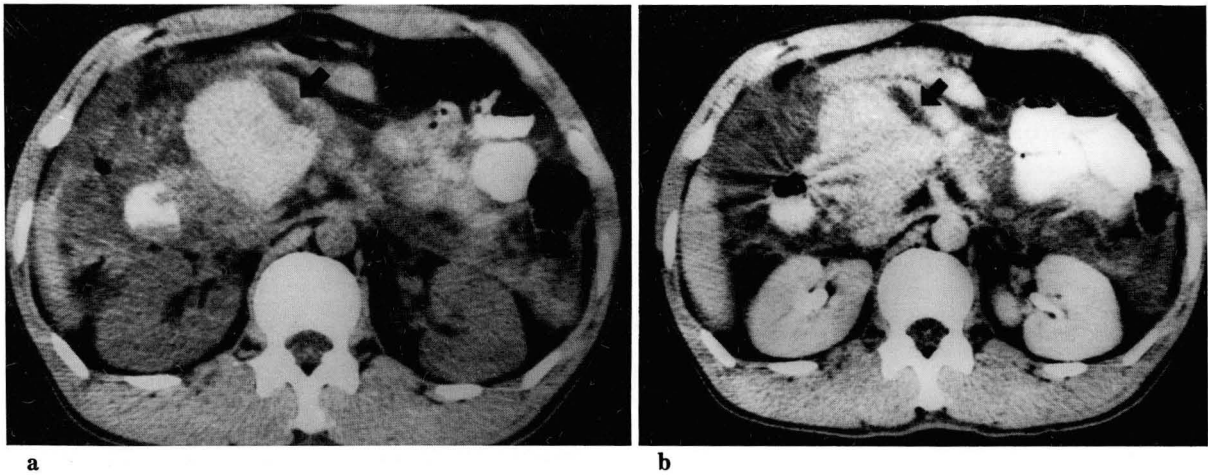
CT grade III: Pre(a) and post enhance(b) scan shows Complete oblique radiolucent fracture line of the pancreas neck portion (arrows). Preenhance scan(a) shows high density fresh hematoma in focal enlarged pancreas head.
